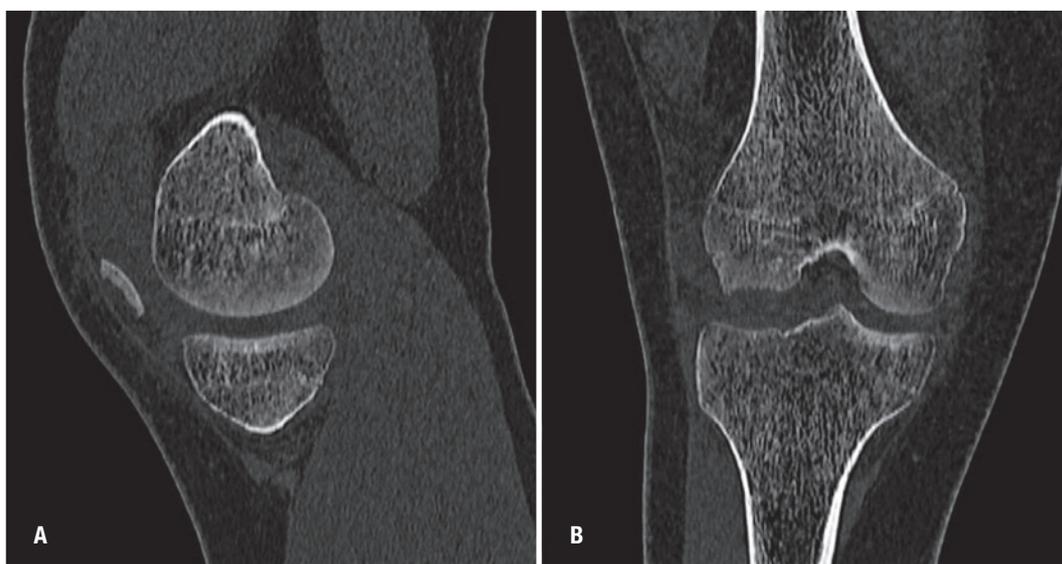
Tomografia Computadorizada do joelho direito (A. corte sagital. B. Coronal) com evidência do fragmento ósseo anteromedial e lesão do côndilo lateral do fêmur.
